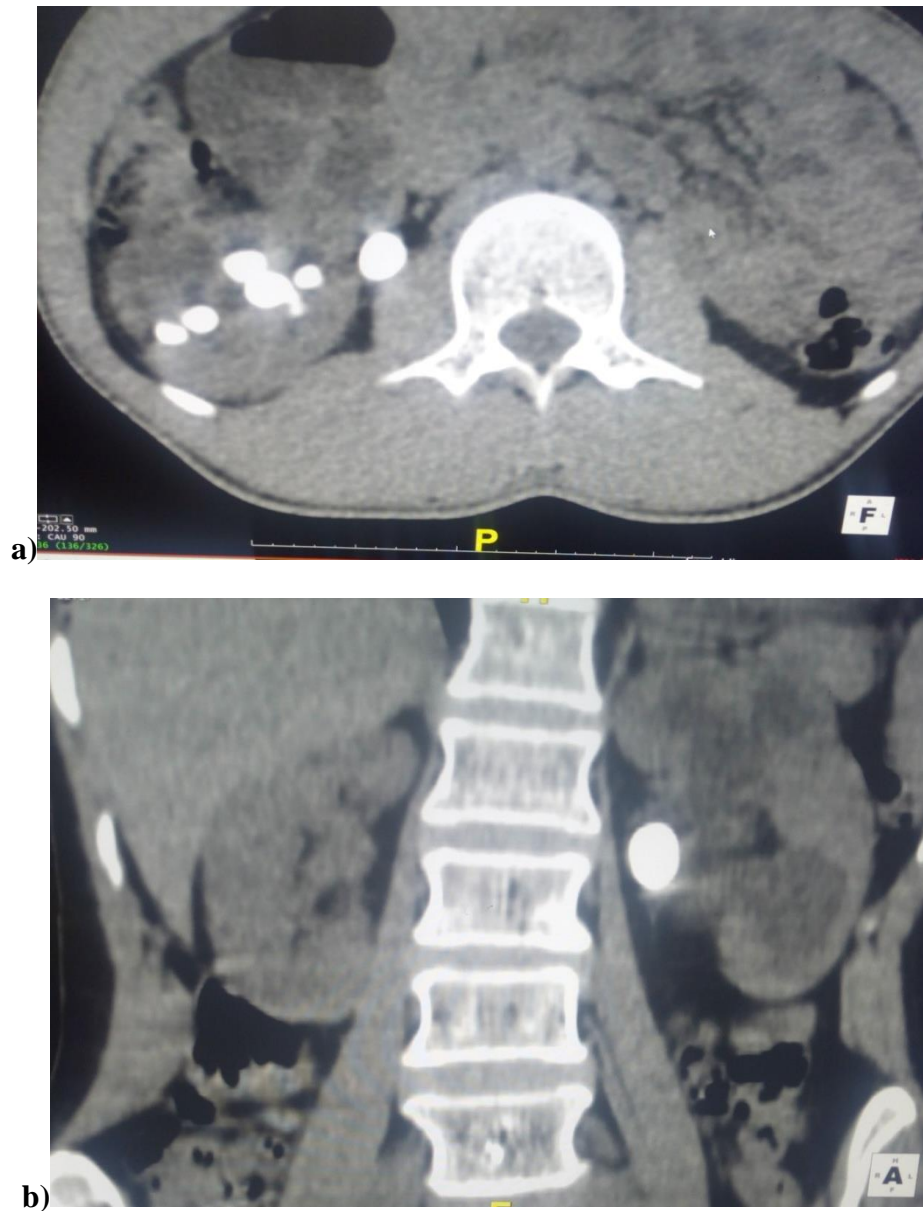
Mr A D M, 17 ans, adressé pour hydronéphrose sur lithiase en échographie.
